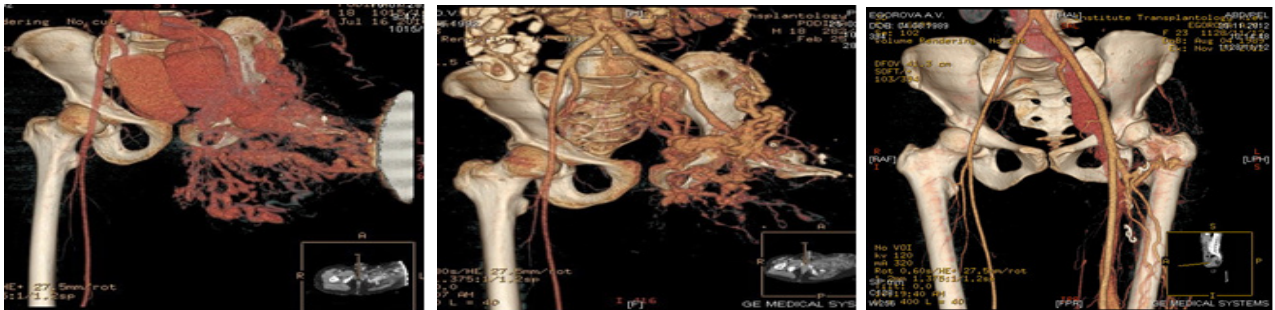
МСКТ-ангіографія пацієнтів з АВФ ВСМ на черговому етапі комплексного лікування: а) дані пацієнта з групи III, стан після комбінованого лікування, до етапу реконструктивної операції; б) той же пацієнт, стан після реконструктивної операції (резекція аневризми загальної і зовнішньої клубової артерій зліва, протезування експлантатом, ушивання аневризми загальної клубової вени); в) дані пацієнтки з групи I
